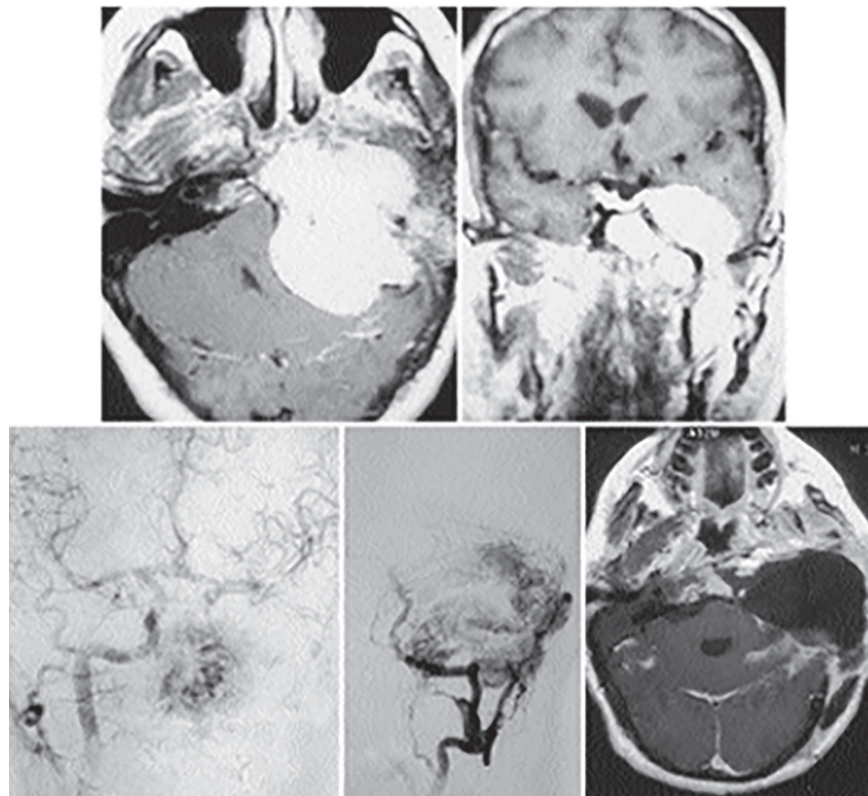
Випадок 3. Складна пухлина югулярного гломусу з гіперсекрецією катехоламінів та гігантським розміром у пацієнта, якому раніше виконувалася оклюзія СА з післяопераційним дефіцитом. Зверху: доопераційні МРТ-зображення. Знизу ліворуч: контрлатеральна ангиографія з демонстрацією перетоку кровопостачання з функціонуючої СА. Знизу по центру: ангиографія вертебральної артерії із зображенням нового кровопостачання з вертебральної та базилярної артерій. Знизу праворуч: МРТ-зображення після тотальної резекції пухлини.
